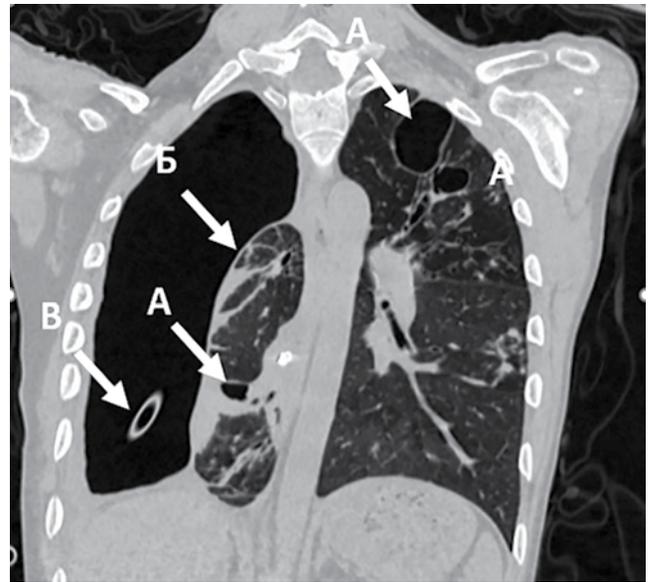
Пациентка Л. Рентгенография ОГК после ВТС санации плевральной полости и временной окклюзии бронха В-6 правого легкого: А – каверны в обоих легких, Б – фиксированный коллапс правого легкого, В – плевральный дренаж
